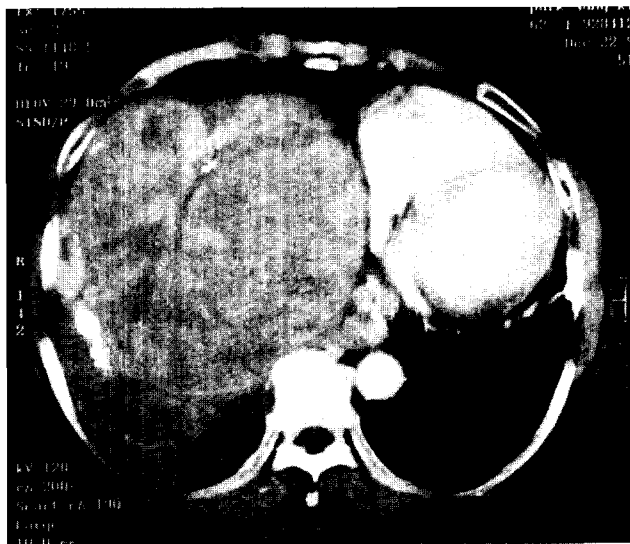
Preoperative chest CT : Well margined huge mass in the right pleura. The mediastinal structures was deviated to left side.
